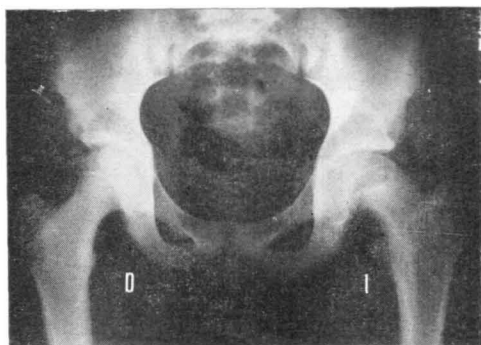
Radiografía anteroposterior de caderas correspondientes al caso 8 mostrando en el lado izquierdo una epifisiolisis con desplazamiento posteroinferior. La línea fisaria presenta evidentes alteraciones y los signos de Trethowan-Klein y Capener son positivos. La cadera derecha no presenta alteraciones.
